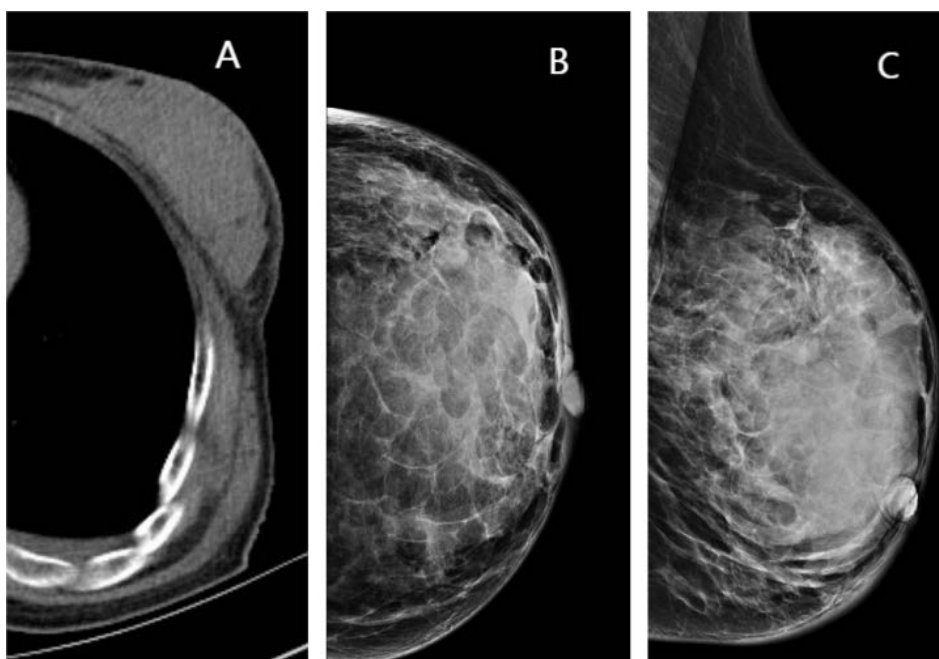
CT and X-ray findings of ALK-negative anaplastic large cell lymphoma in the left breast
